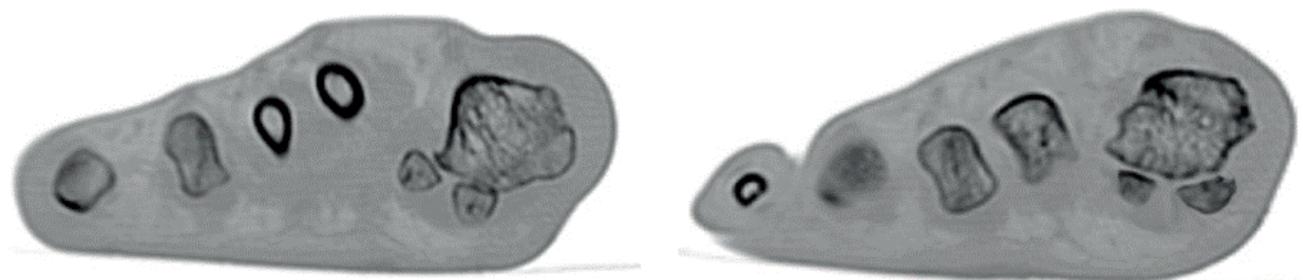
СКТ переднего отдела стопы до операции II степень по Михновичу [5] и после операции. / Fig. 1. SCT of the forefoot before and after Mihnovich II degree surgery [5].
